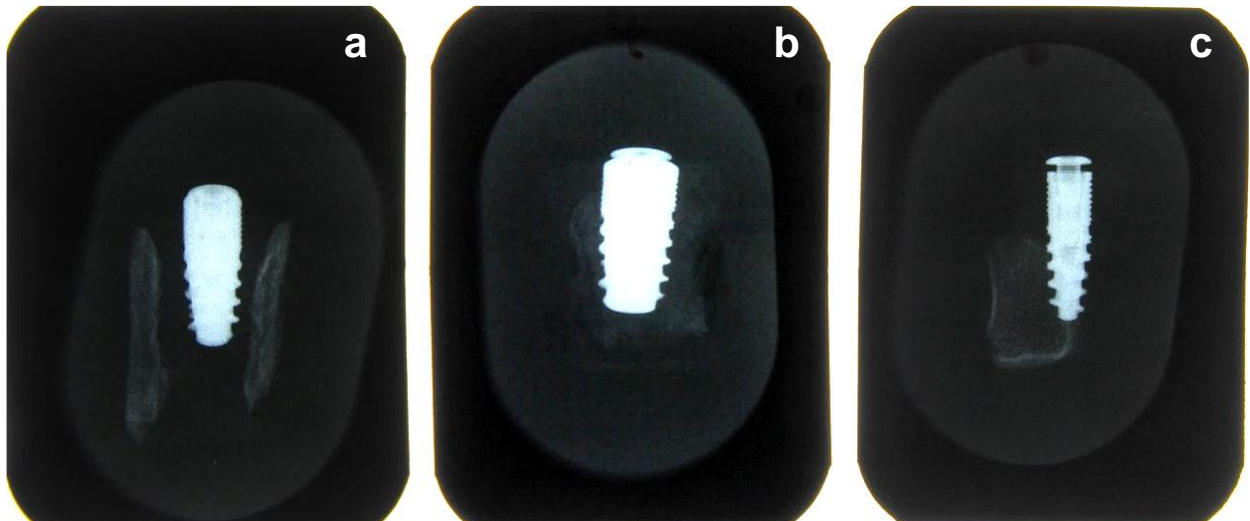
Röntgenaufnahmen der drei verschiedenen Implantatdurchmesser. Die Implantate sind jeweils als röntgendichte Verschattung sichtbar. a) Dentaurum tioLogic® ST Standard-Implantat mittleren Durchmessers von 4,2 mm (M); b) Durchmesser-vergrößertes Dentaurum tioLogic® ST Implantat mit 5,5 mm Durchmesser (L); c) Durchmesser-reduziertes Dentaurum tioLogic® ST Implantat mit 3,3 mm Durchmesser (S). Auf den abgebildeten Röntgenaufnahmen sind die Knochenstrukturen als röntgenologische Verschattung erkennbar. Der Knorpel erscheint weniger röntgendicht.
